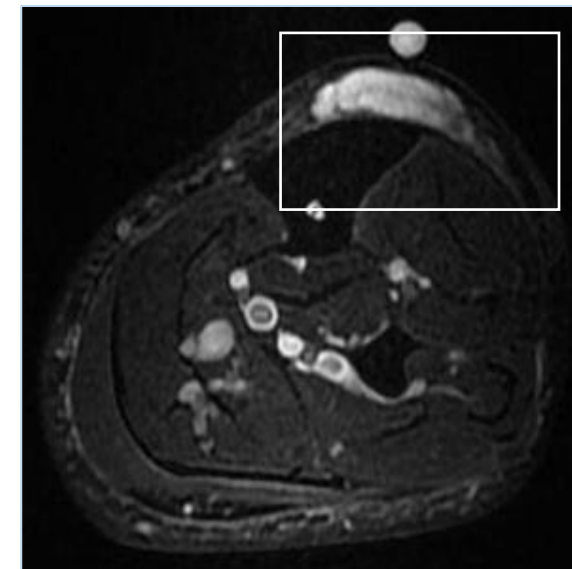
RM corte axial secuencia T1 sat grasa. Colección discretamente heterogénea, predominantemente hiperintensa y bien delimitada localizada en el tejido celular subcutáneo anterior, en relación con hematoma (cuadrado).
